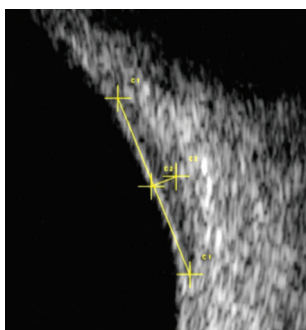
Image en échographie de 20 MHz d'une lésion pigmentée plane de la périphérie rétinienne impossible à imager en rétinographie ou en angiographie.
